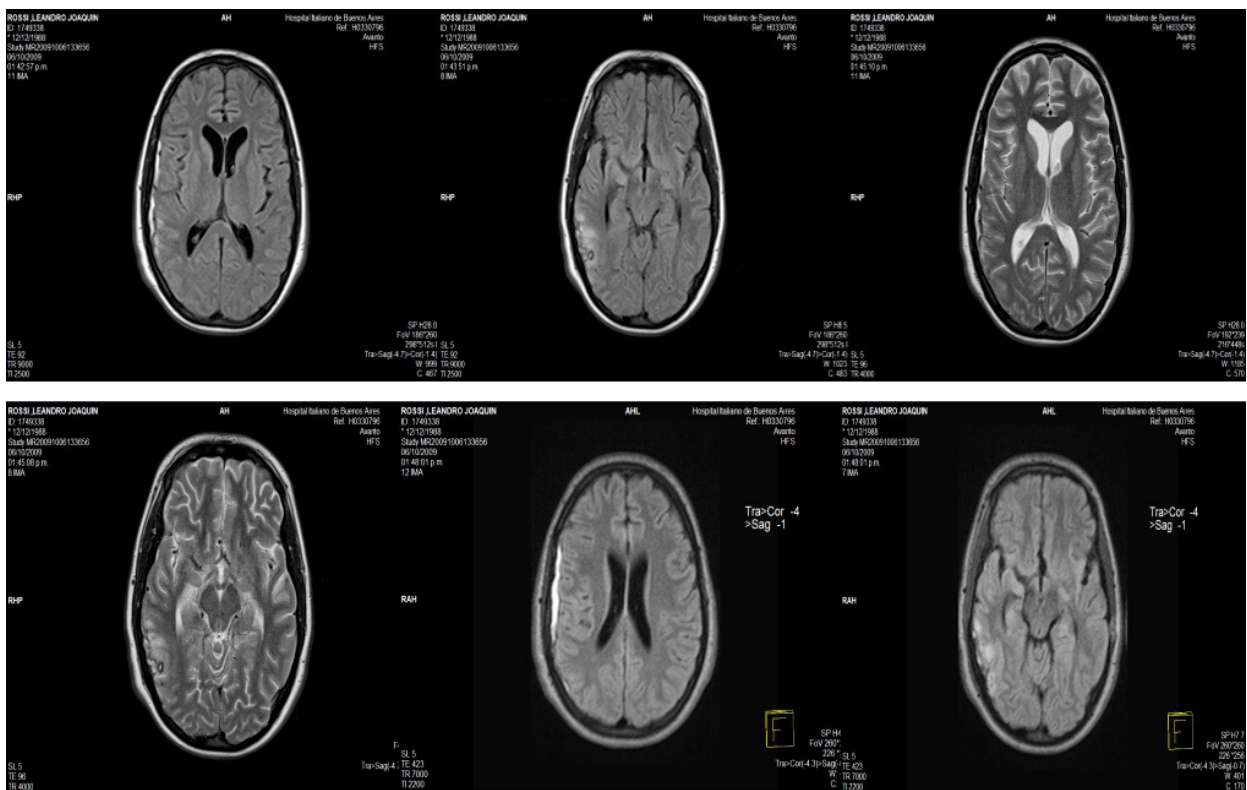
Resonancia magnética de cerebro el día 20 del trauma. Secuencia T1, T2 y FLAIR: colección subdural laminar fronto-parieto-temporal derecha. Contusión hemorrágica temporo-occipital derecha. Hemorragia intraventricular. Imágenes nodulillares corticosubcorticales en convexidad izquierda, lesión hiperintensa en esplenio de cuerpo calloso y región tálamo capsular derecha compatible con lesión axonal.
